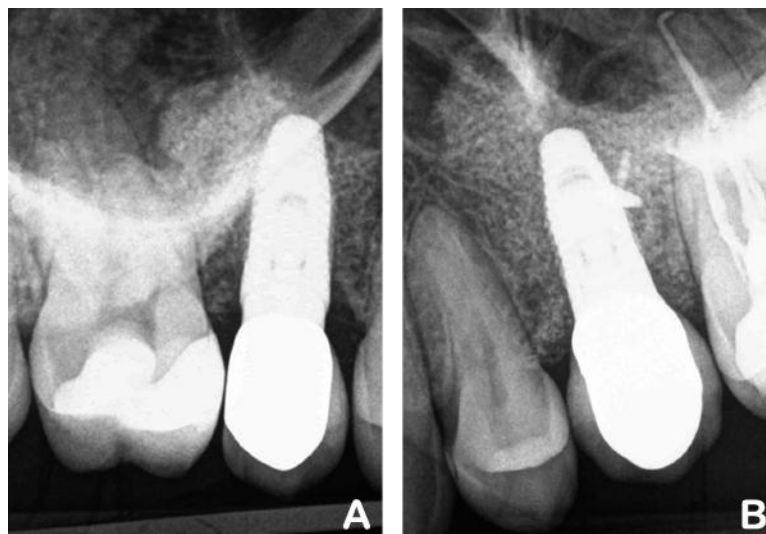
Radiografias intraorais 12 meses após a inserção do implante, sendo A: área enxertada apenas com osso bovino; e B: osso bovino combinado com enxerto autógeno.
